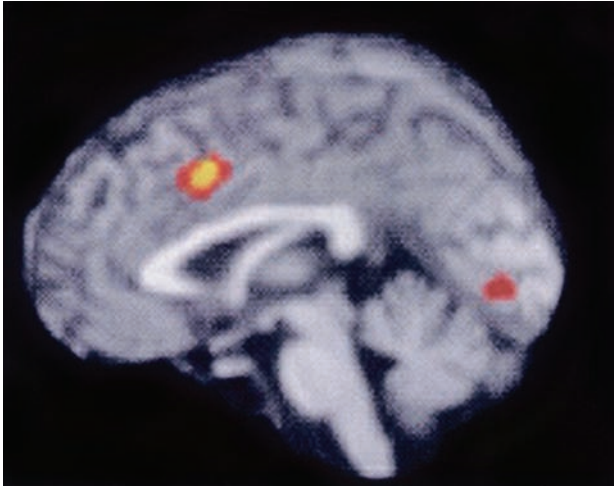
El estudio en resonancia magnética funcional demuestra activación de la circunvolución cingulada anterior en la observación de conflicto (ensayos incongruentes). (Reproducida con autorización de Kerns *et al.*, 2004.)
